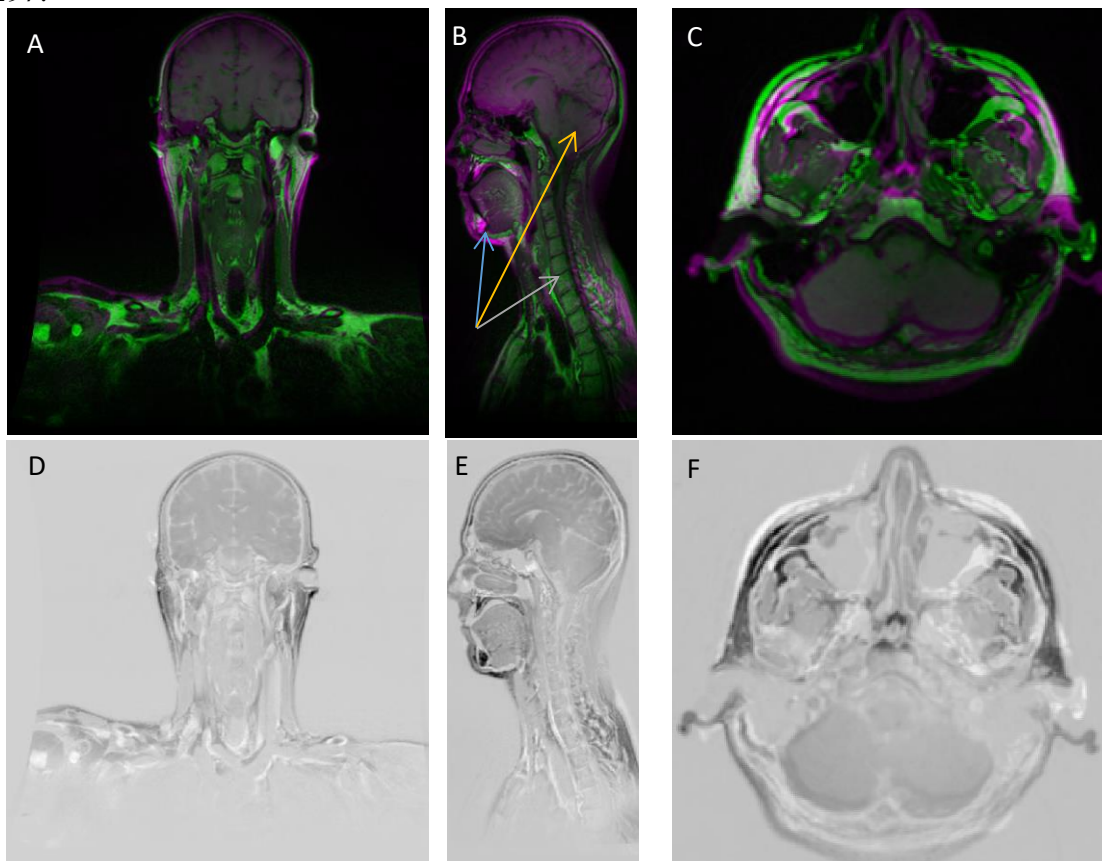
The MRI-images from both HN-setups (green is with mask and purple is without) are registered for volunteer 1 and shown in coronal (A), sagittal (B) and axial (C) orientation. The second column is showing the subtraction images from the two HN-setups for the same volunteer in coronal (D), sagittal (E) and axial (F) orientation. Three well-defined (arrows in B) points were chosen to estimate the registration error.
